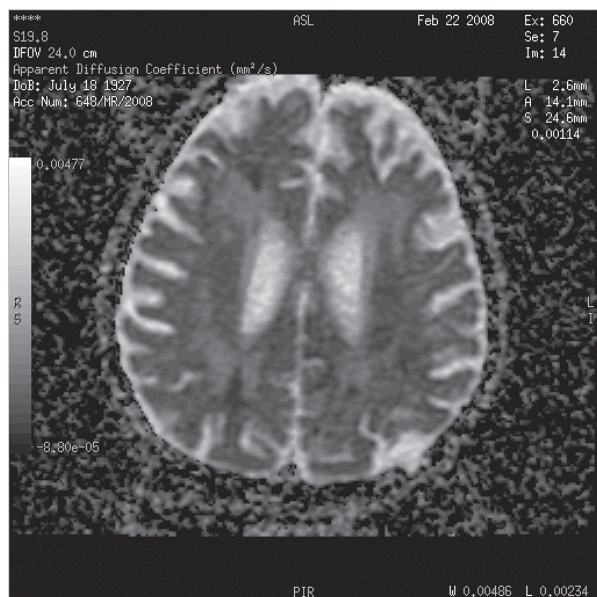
Badanie rezonansu magnetycznego: obrazy DWI wykazują obecność licznych drobnych ognisk hiperintensywnych zlokalizowanych w istocie białej i szarej obu półkul mózgu w okolicach czołowych i ciemieniowych oraz w głowie prawego jądra ogoniastego. Ogniska te układają się wzdłuż granic obszarów unaczynienia tętnic przednich, środkowych i tylnych mózgu
